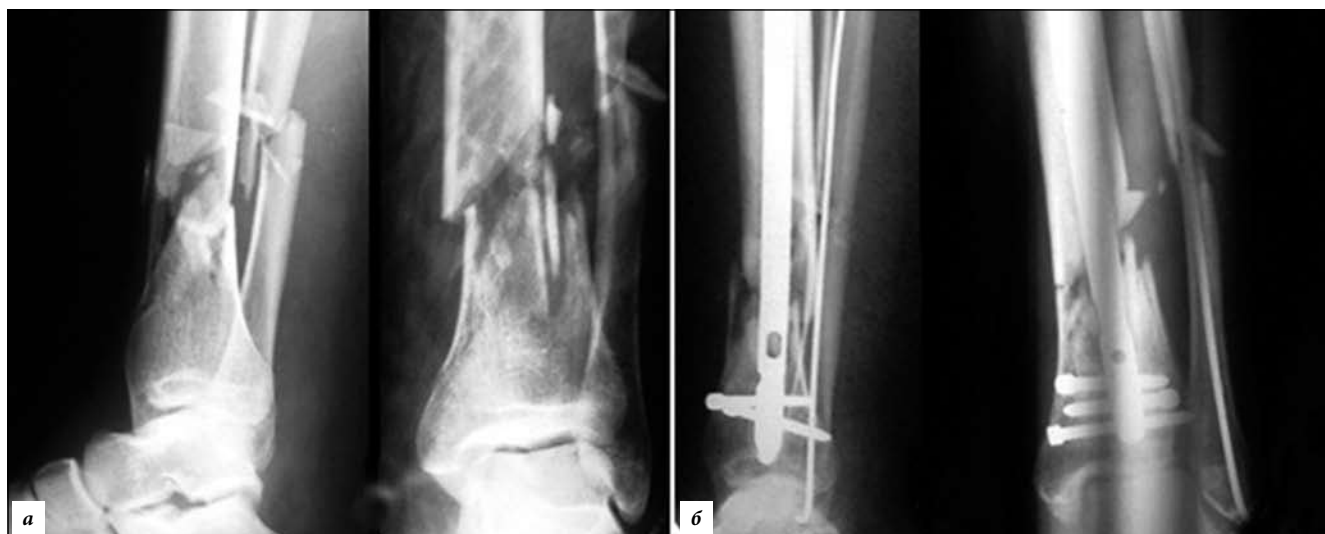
Пациент С., 44 лет, закрытый оскольчатый перелом костей голени – 42 В3. Интрамедуллярная фиксация обеих костей выполнена на 7-е сутки (рентгенография):
